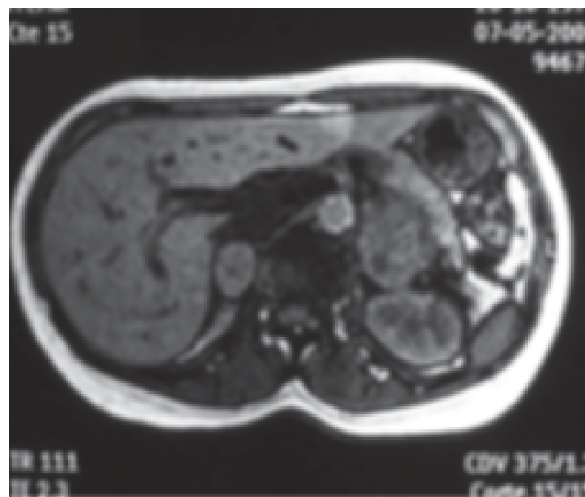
Resonancia magnética. Secuencia de T1 que muestra masas suprarrenales con baja señal.
